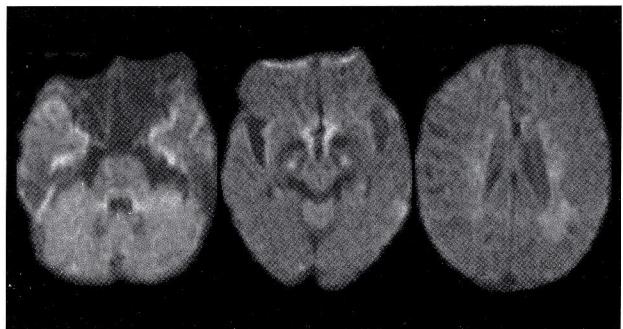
STENT施行後のMRI拡散強調画像 (DWI)
